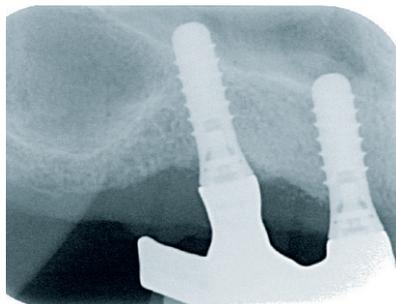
Röntgenologische Ausgangssituation der Implantate in regionen 13 und 14. Es sind gute periimplantäre Knochenverhältnisse zu erkennen.
